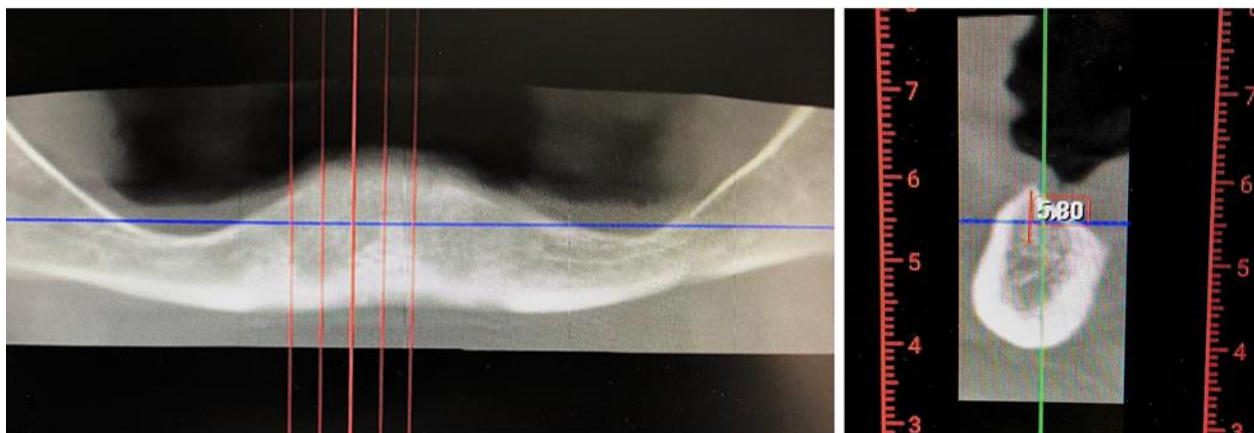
CBCT snimka s prikazom visine rezidualnog grebena u regiji zuba 46 u sagitalnom presjeku (lijevo) i koronarnom presjeku (desno). Preuzeto s dopuštenjem autora: dr. sc. Tomislav
